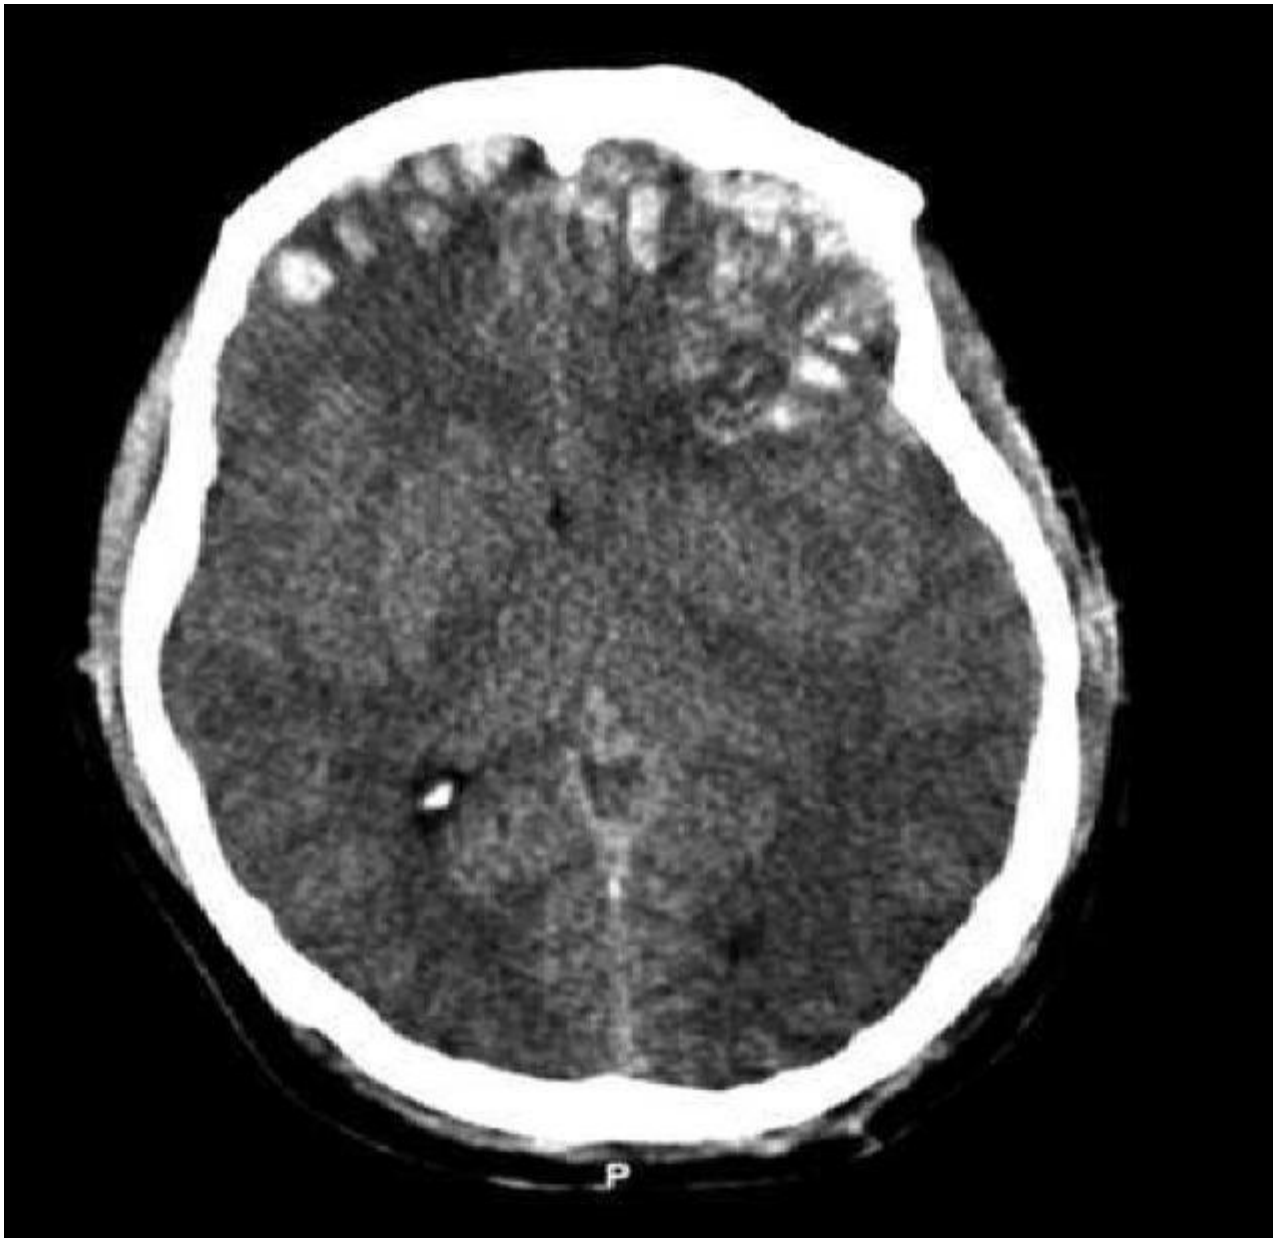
CT scan demonstrates a left frontal round hematoma, with surrounding vasogenic edema.
